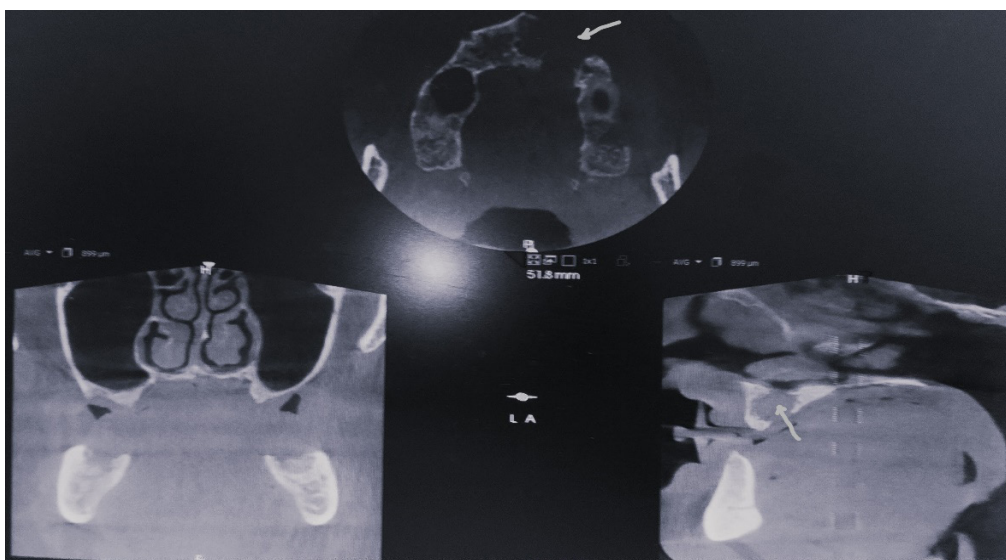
Рентгенологическая картина кисты верхней челюсти (стрелками указана киста верхней челюсти)
